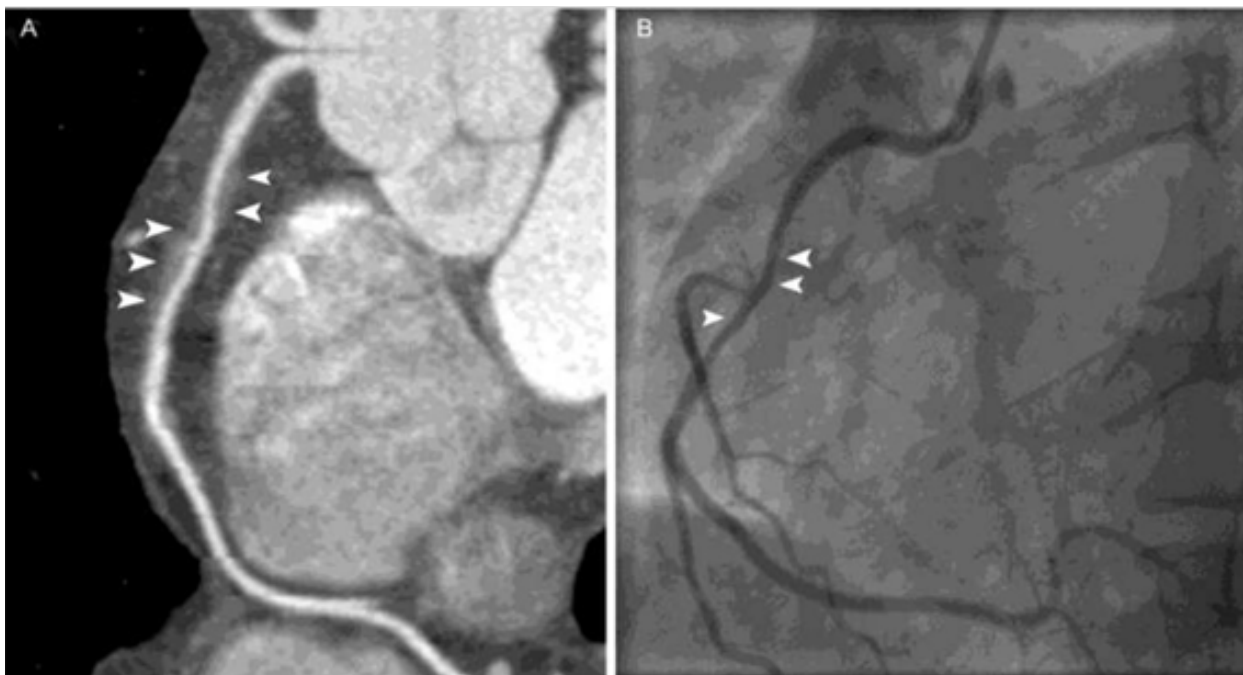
Сравнительные данные коронароангиографического исследования и КТ ангиографии коронарных артерий
